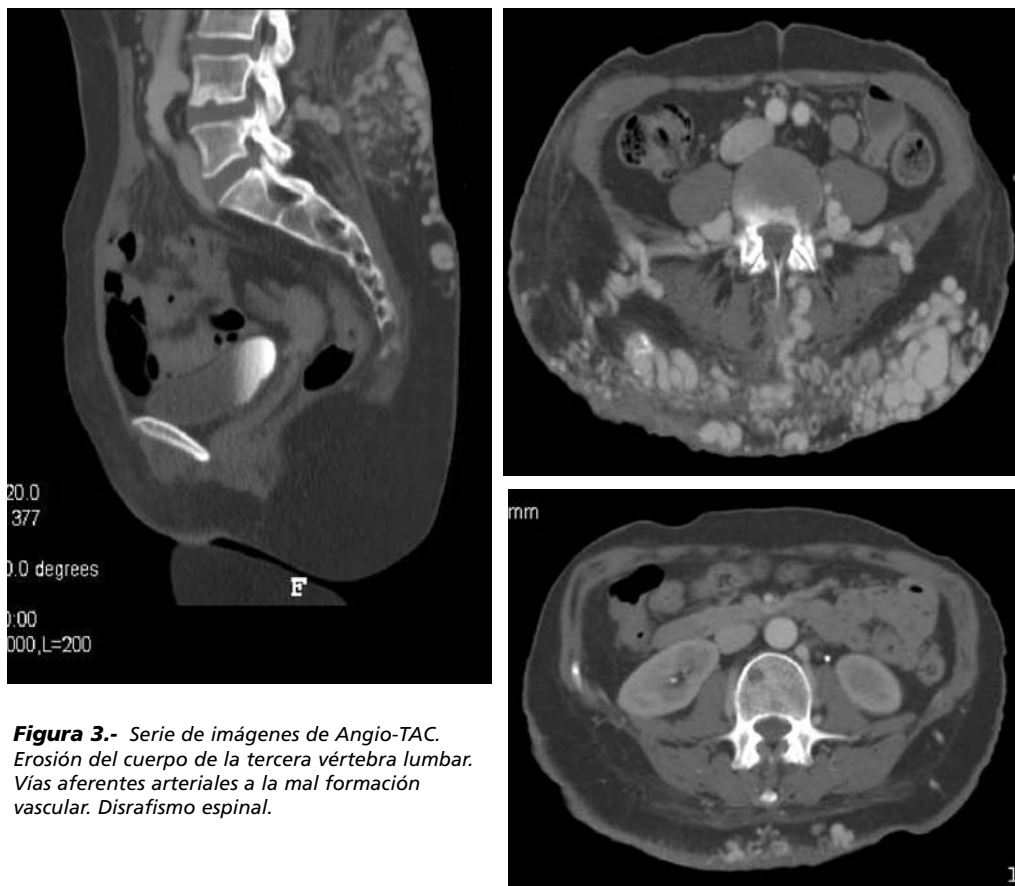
Serie de imágenes de Angio-TAC. Erosión del cuerpo de la tercera vértebra lumbar. Vías aferentes arteriales a la mal formación vascular. Disrafismo espinal.
